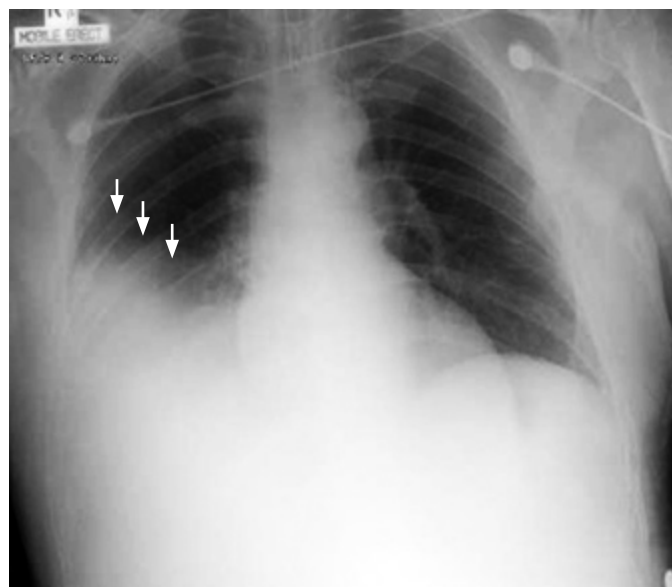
Рентгенограмма того же пациента в положении сидя
